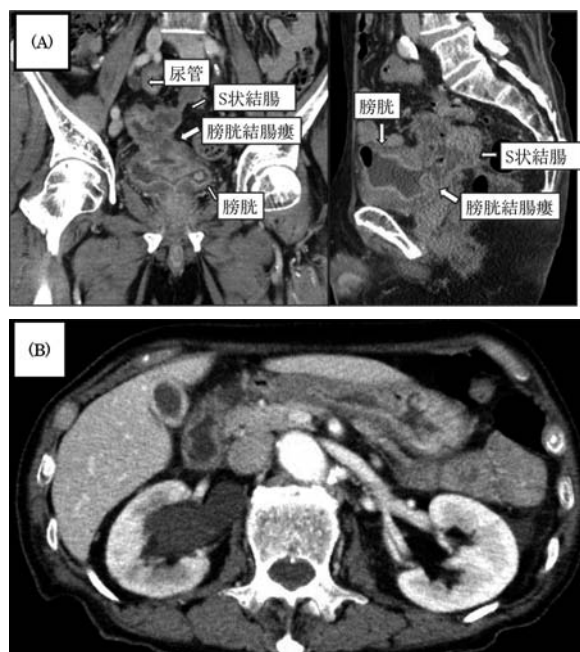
Computed tomography revealed colovesical fistula with intravesical air (A) and hydronephrosis of the right kidney (B).
